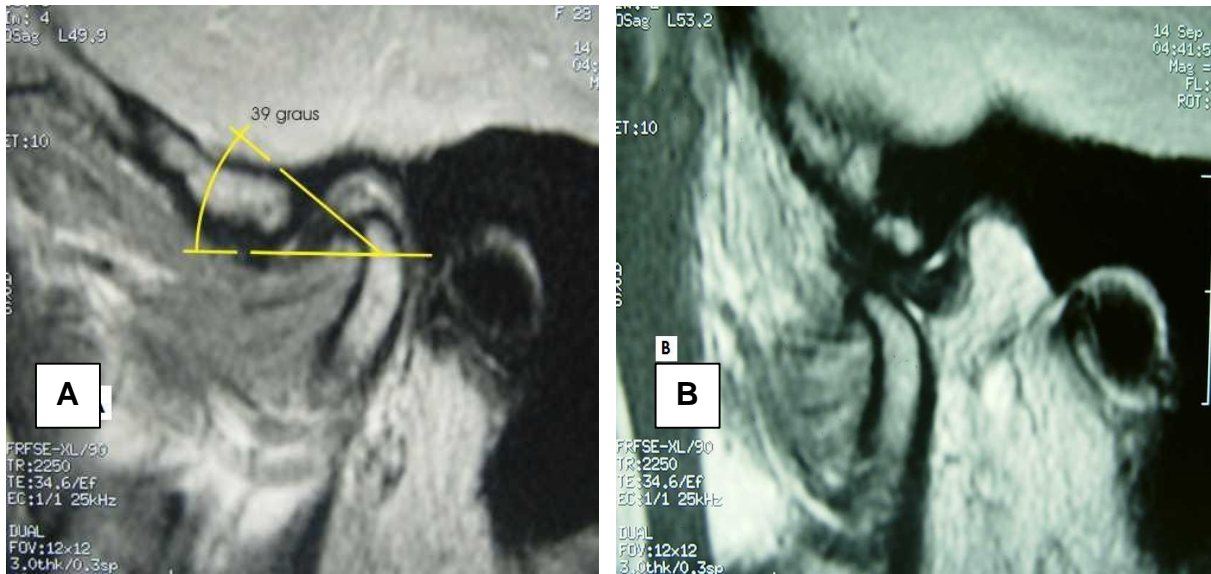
RM em cortes sagitais do mesmo caso da Figura 6.23 (Paciente 15), nas posições de boca fechada (A) e aberta (B), evidenciando deslocamento anterior do disco com redução. Em (A) pode-se notar a banda posterior do disco situada a 51° (90° menos 39°) da linha de referência central no côndilo
